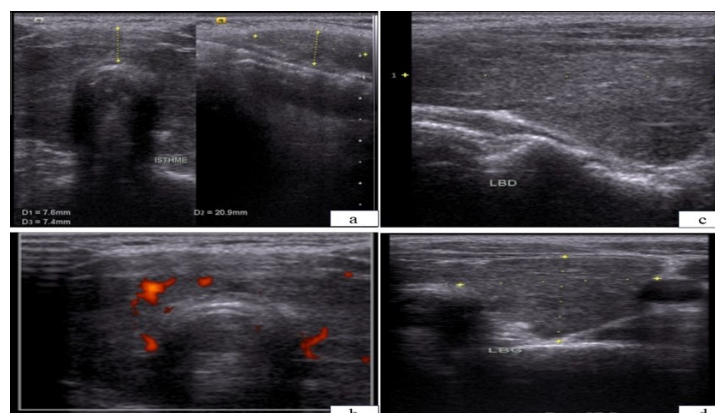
Aspect échographique de goitre diffus anodulaire hypervascularisé
